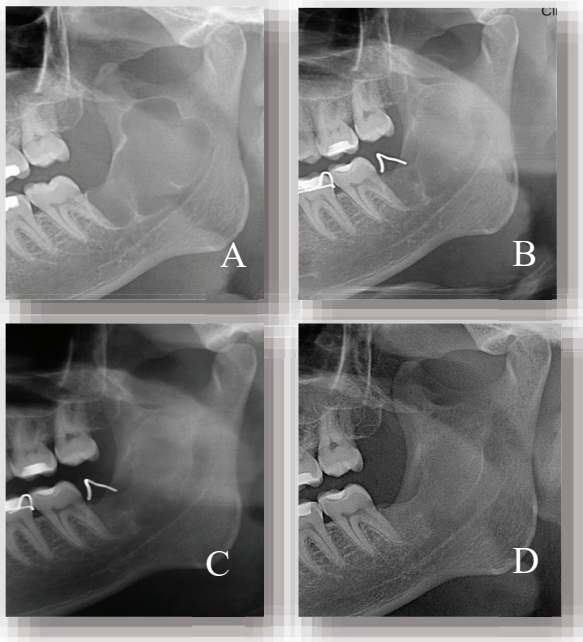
a; Pre-op panoramic radiograph showed a radiolucent area surrounded by a radiopaque border in mandibular ramus region. b; Follow-up panoramic radiograph 6 months after marsupialization. c; Follow-up panoramic radiograph 1 year after marsupialization. d; Follow-up panoramic radiograph 2 years after marsupialization.
